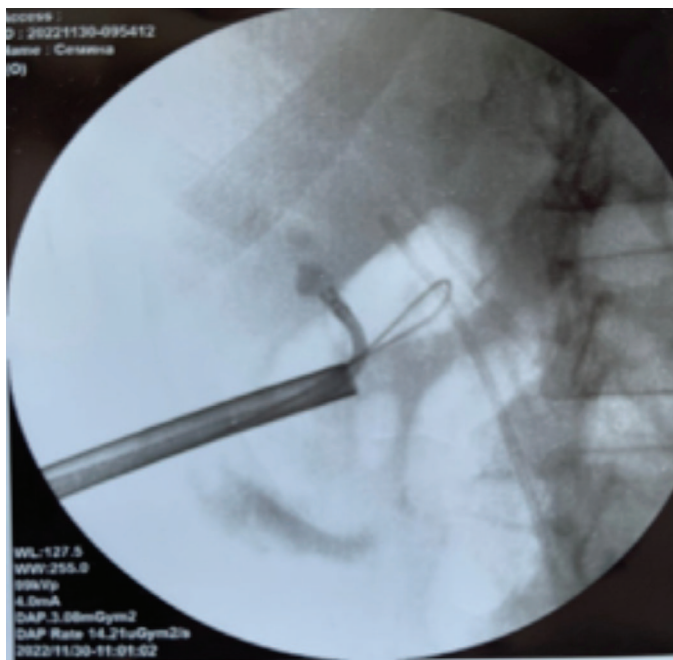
Рентгеноскопическое изображение контроля положения мини-перкутанного доступа (тубус установлен в среднюю группу чашечек) через тубус нефроскопа в верхнюю группу чашечек заведен гибкий уретеронефроскоп
